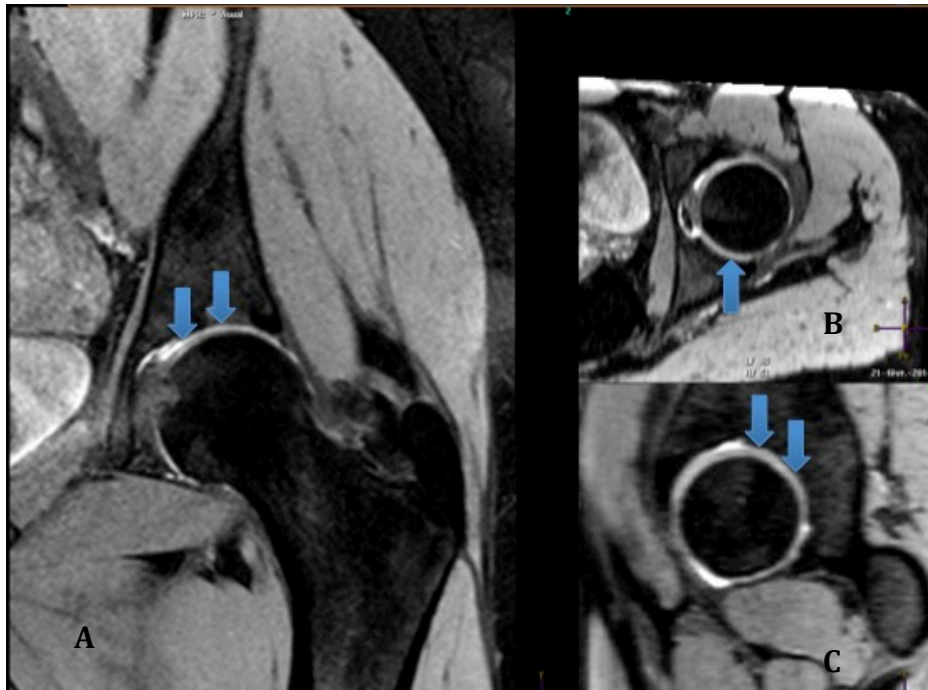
Hanche gauche en IRM. Reconstructions dans les 3 plans de l'espace d'une séquence DESS.
